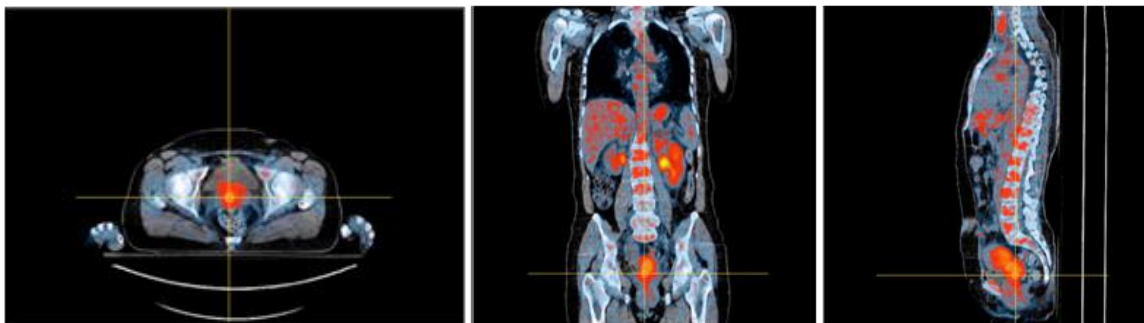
Cortes axiais, coronais e sagitais de ^{18}F -FDG PET/CT, obtida em fase de diagnóstico, com ocultação da bexiga.
